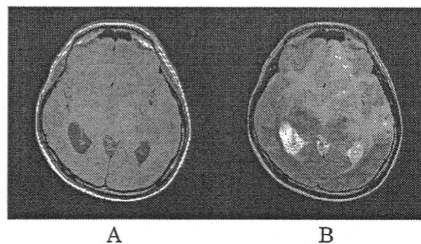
頭部MRI Axial A T1強調像 B T2強調像
